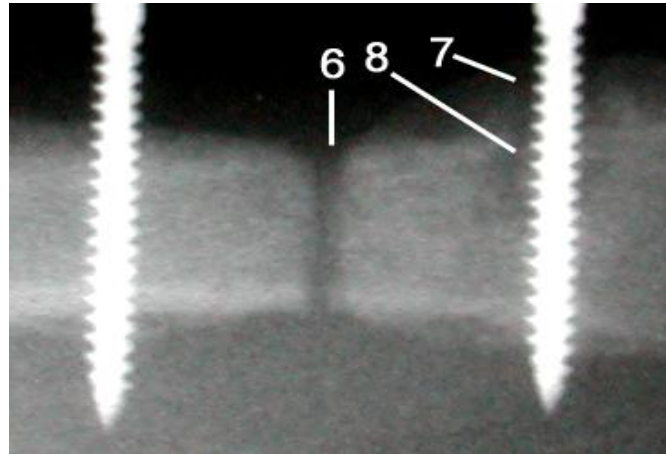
Röntgenaufnahme einer Nonunion im Bereich der ROI nach der achten Standwoche; Versuchsgruppe, Tier 97
